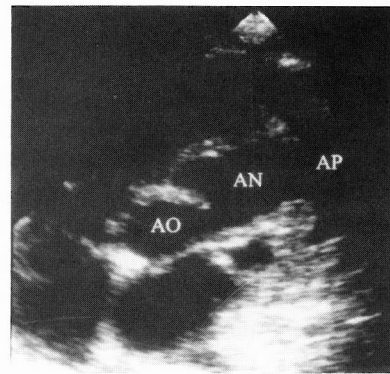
Ecocardiograma: aneurisma (AN).
